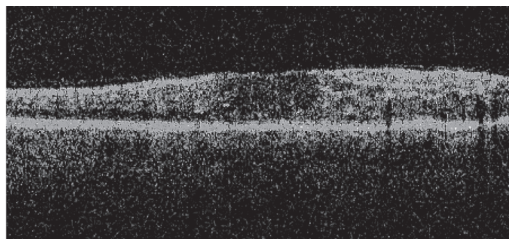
Динамика данных оптической когерентной томографии макулы пациентов, прошедших лазерную коагуляцию сетчатки, до лечения (слева) и после лечения (справа).
